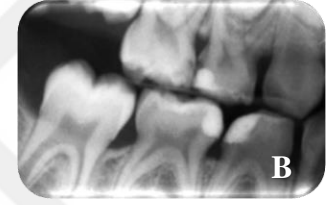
A. Geleneksel yöntem uygulanacak sağ alt birinci süt azı dişinin Fuji IX ile restorasyonu sonrası alınan ağız içi görüntüsü, B. Geleneksel yöntem uygulanan sağ alt birinci süt azı dişinin Fuji IX ile restorasyonu sonrası alınan bite-wing radyografisi
